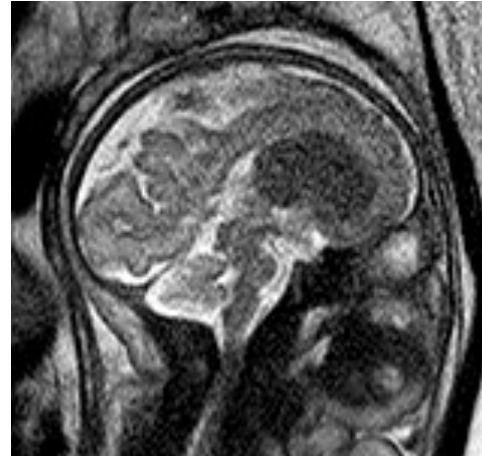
Corte sagital de resonancia fetal que muestra el tumor cerebral.
